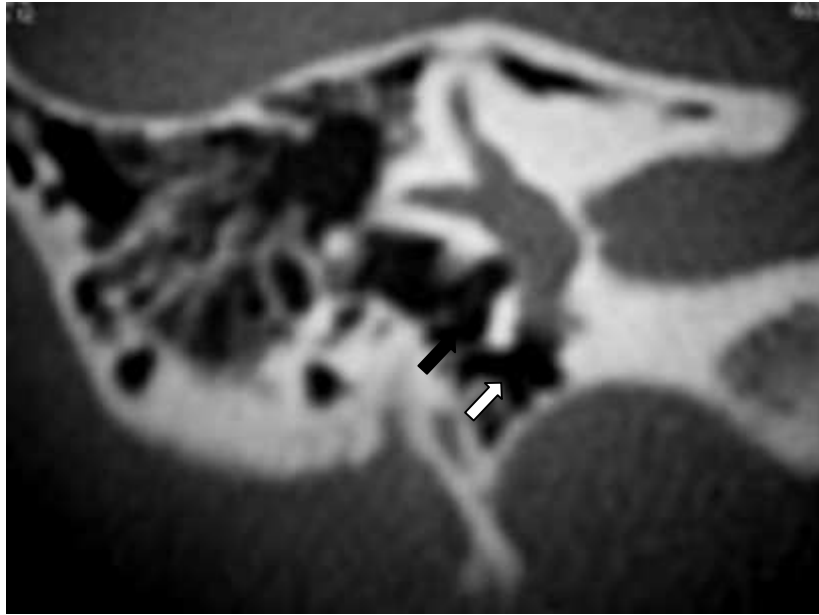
Corte coronal de TC del oído derecho donde se logra identificar la integridad de la ventana oval (*flecha negra*) y de la ventana redonda (*flecha blanca*).
